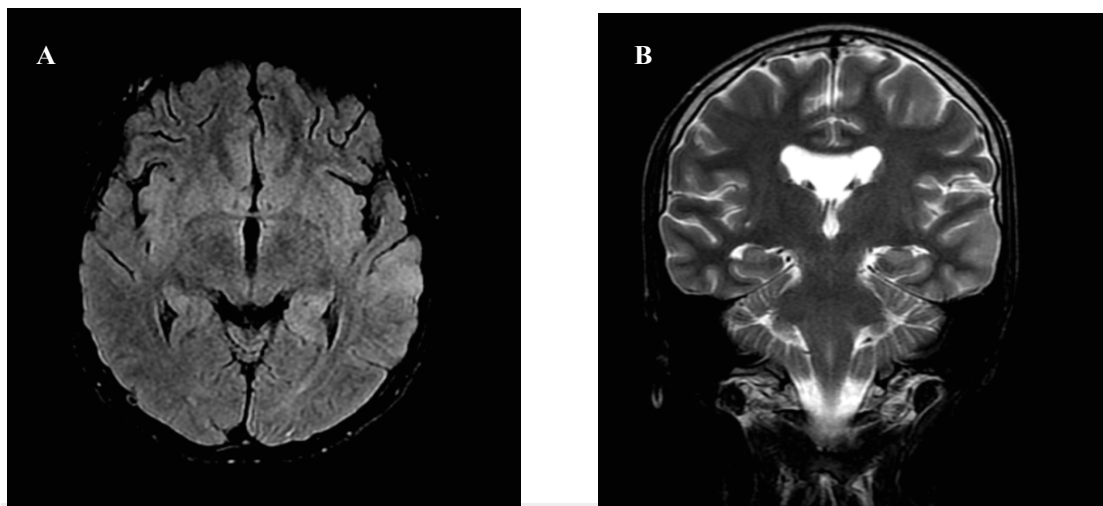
Caso 2: corte axial de RMN en secuencia FLAIR (A) y coronal en T2 (B), hiperintensidad temporal izquierda. Fuente: Autores
